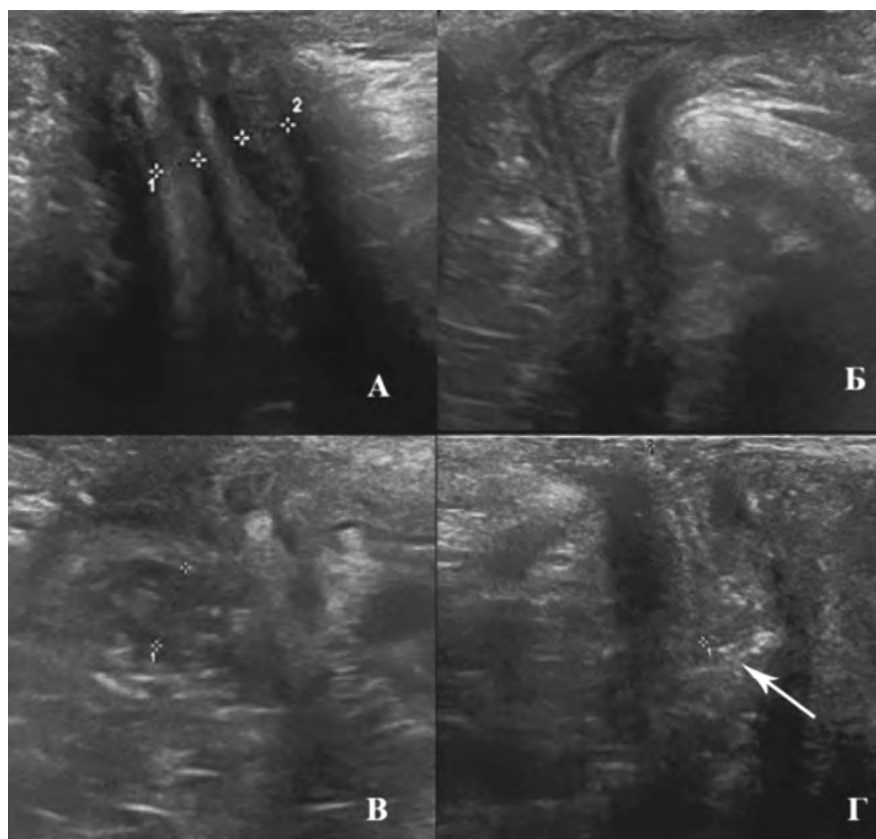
УЗИ промежности и структур тазового дна: А — повышение эхогенности стенки низведённой кишки, Б — отклонение кпереди хода прямой кишки, В — неоднородная эхогенность пуборектальной кишки с гиперэхогенными включениями, Г — влияние проксимального отдела прямой кишки с наличием в нём каловых масс (обозначены стрелкой).
